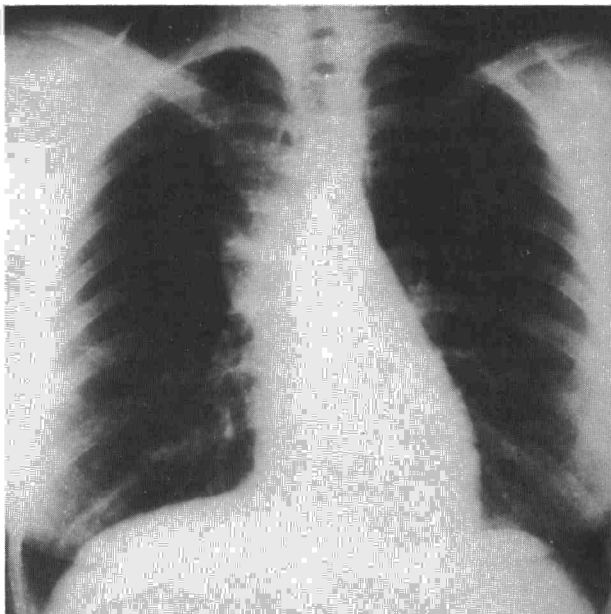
Radiografía PA de tórax: Tumoración de mediastino anterior.
